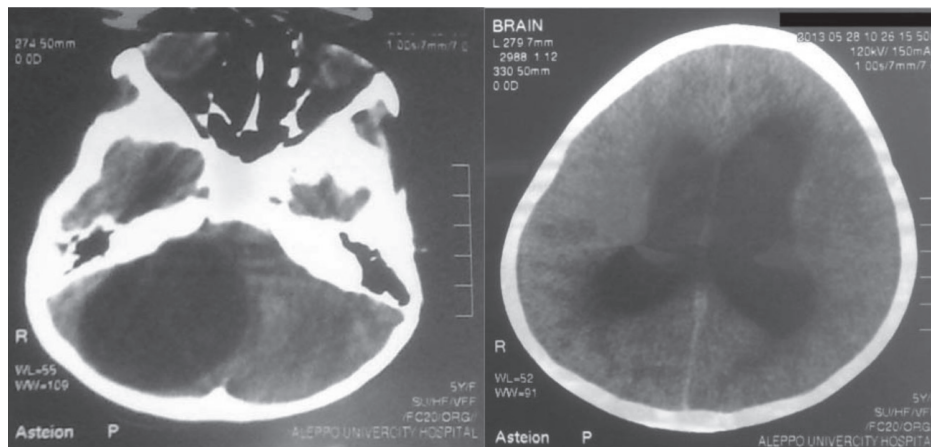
CT scan showing posterior fossa cyst (left), marked ventriculomegaly and periventricular edema (right).
